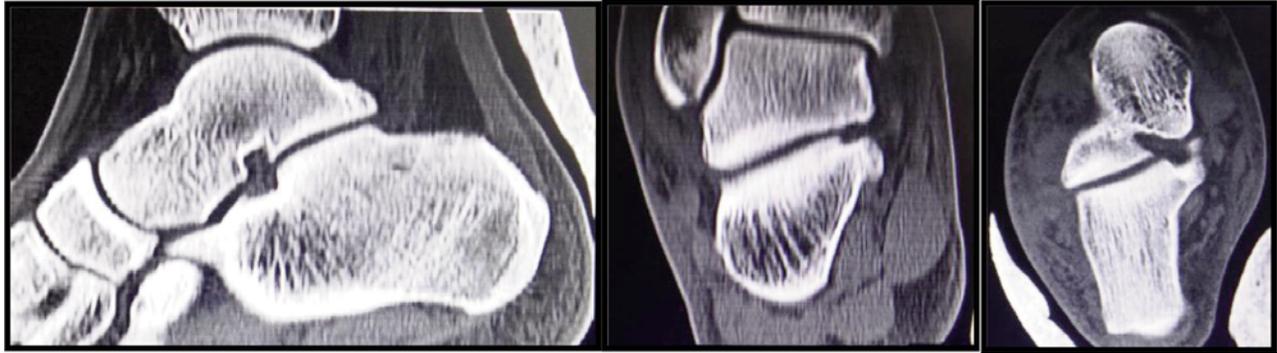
TC posreducción inmediata (cortes sagital, coronal y axial).
